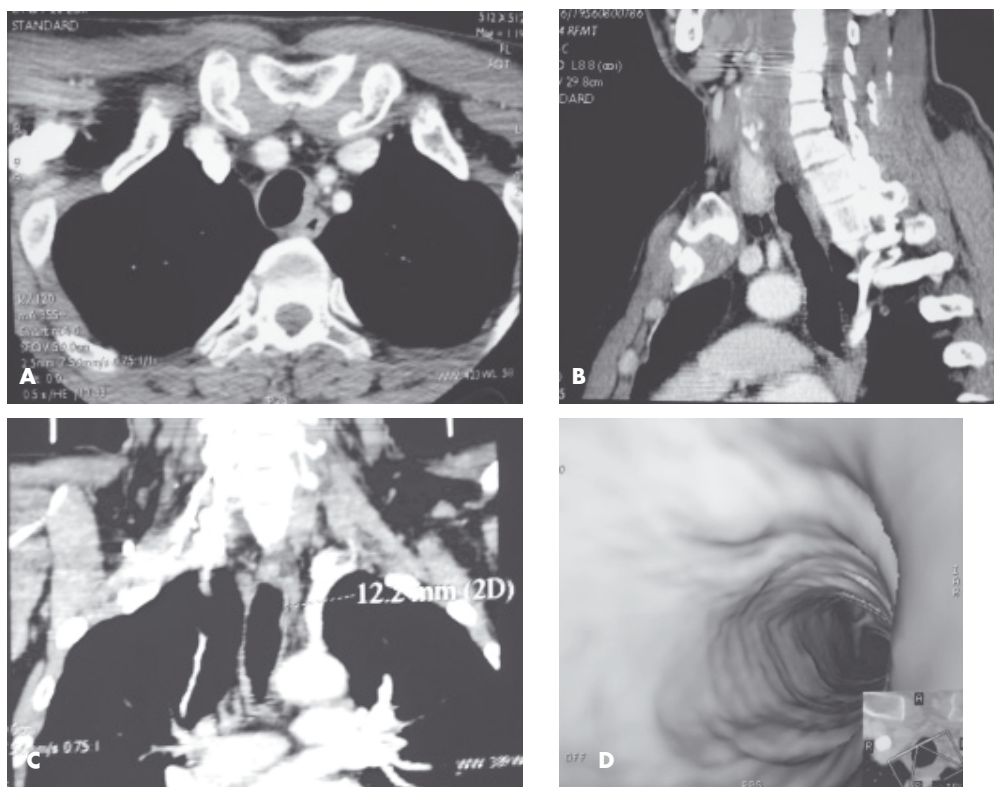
Tomografia computadorizada do tórax identificando a lesão traqueal: A. plano axial; B. plano sagital; C. plano coronal; D. reconstrução tridimensional da traqueia.
